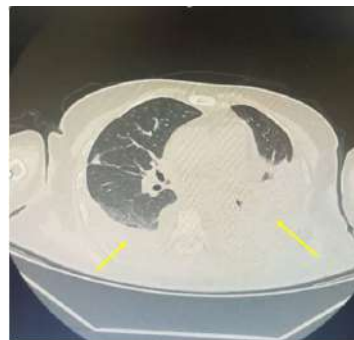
Tomografia computadorizada de tórax evidenciando derrame pleural bilateral. Setas amarelas indicam o derrame pleural.
